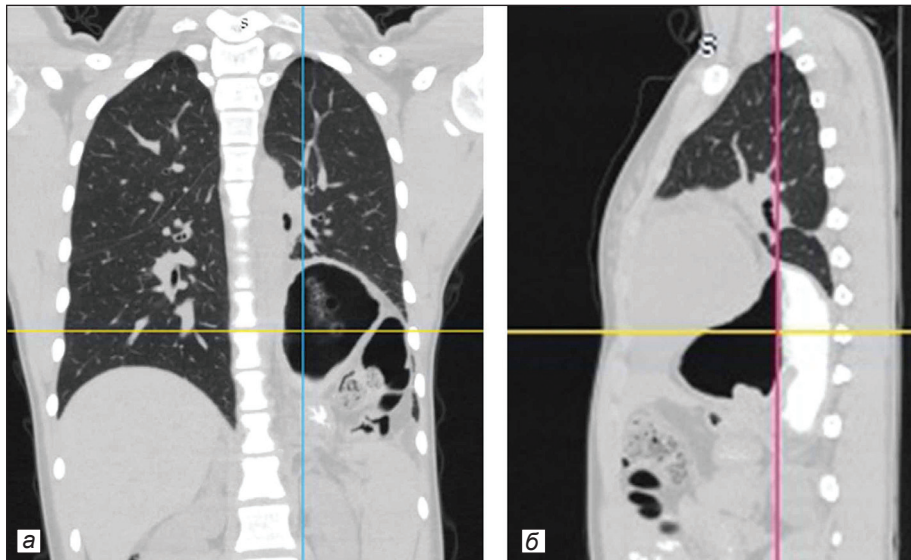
СКТ у 15-летней девочки с приобретенной диафрагмальной грыжей слева: а – фронтальная плоскость; б – сагиттальная плоскость.
